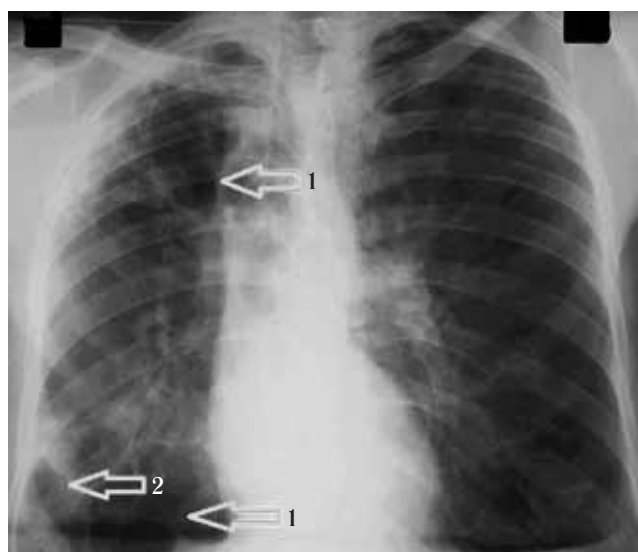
Рентгенография грудной клетки водолаза Г. (2015 г.). Определяются буллы (1), эмфизематозная деформация и фиброзные изменения (2)
